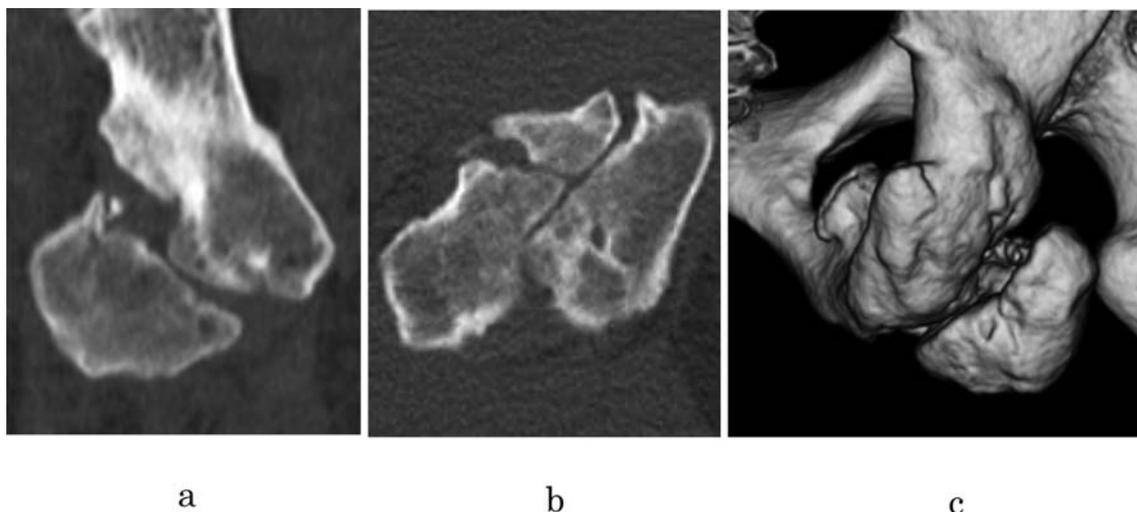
CT像 a: 冠状断像, b: 水平断像, c: 3D像
